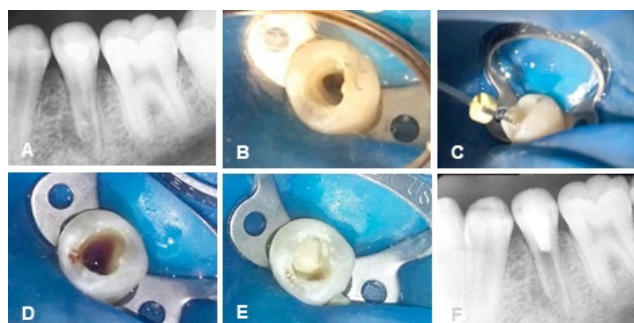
Imágenes de la segunda sesión del protocolo REP sobre la pieza 3.5. A. Rx Periapical preoperatoria. B. Reapertura cameral. C. Inducción al sangrado periodontal periapical. D. Formación del coágulo sanguíneo. E. Sellado del tercio cérvico radicular con trióxido mineral agregado. F. Rx Periapical postoperatoria
